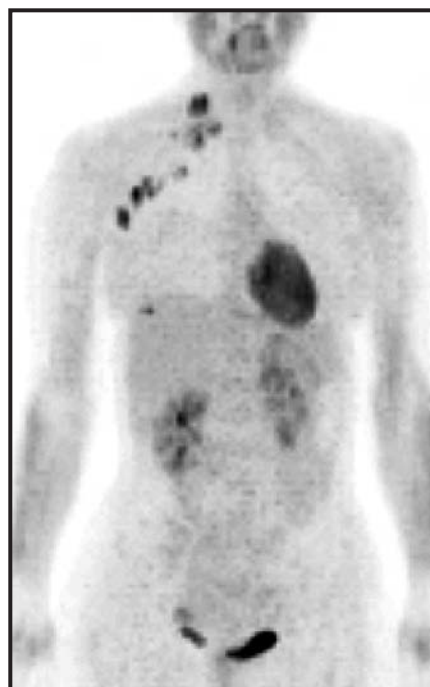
Imagen volumétrica coronal de PET-¹⁸F-FDG de cuerpo completo con un foco hipermetabólico de 1 cm en la mama derecha que se corresponde con un carcinoma de mama. Múltiples focos hipermetabólicos desde la axila derecha hasta la región cervical ipsolateral que se corresponden con un rosario de adenopatías infiltradas en la axila derecha y en las regiones supraclavicular y cervical (detalle de la figura 6.11).
